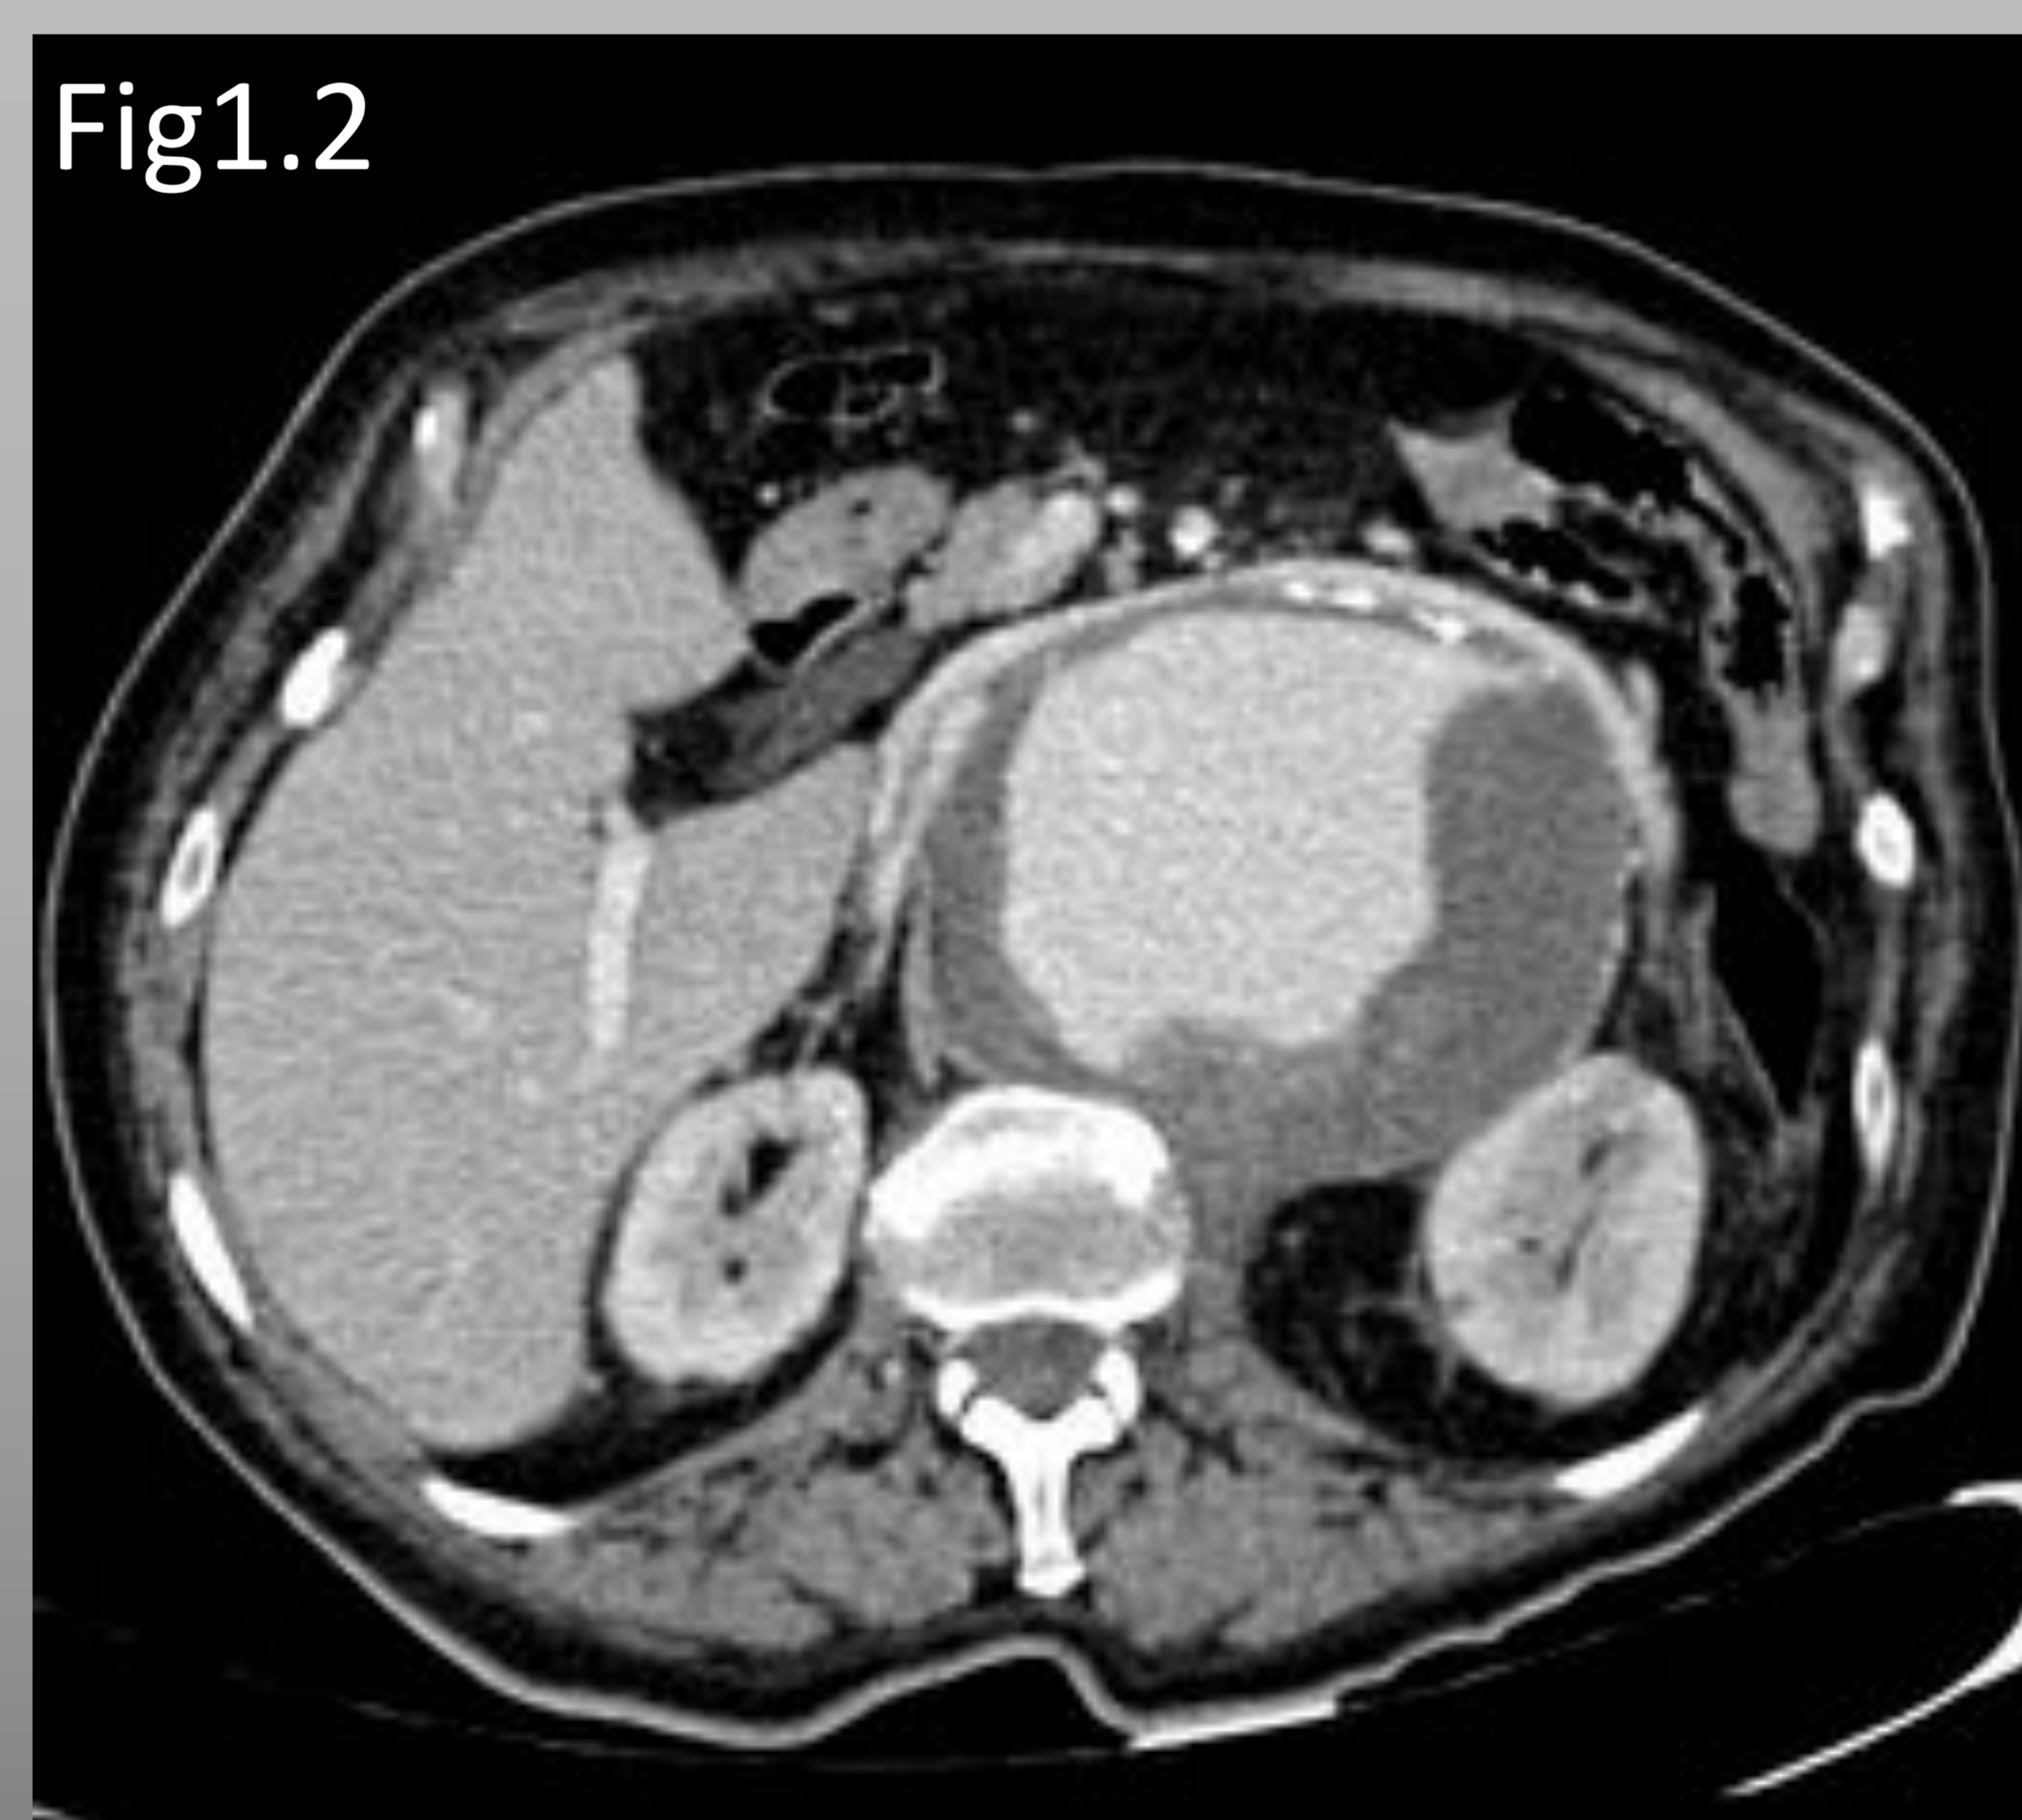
Varón de 81 años con hallazgos incidental en radiografía de abdomen. Fig 1.1 Se realiza TC abdominal con CIV visualizando dos extensos aneurismas, uno infrarenal de 9 cm de diámetro y otro de 7 en íliaca izquierda. Fig 1.2 Presenta trombo adelgazado irregular, saco lobulado y que se amolda a la superficie anterior de los cuerpos vertebrales. Fig 1.3 No se intervino y a las dos semanas acude con dolor abdominal. En TC se observa rotura aguda con extenso hematoma retroperitoneal.
